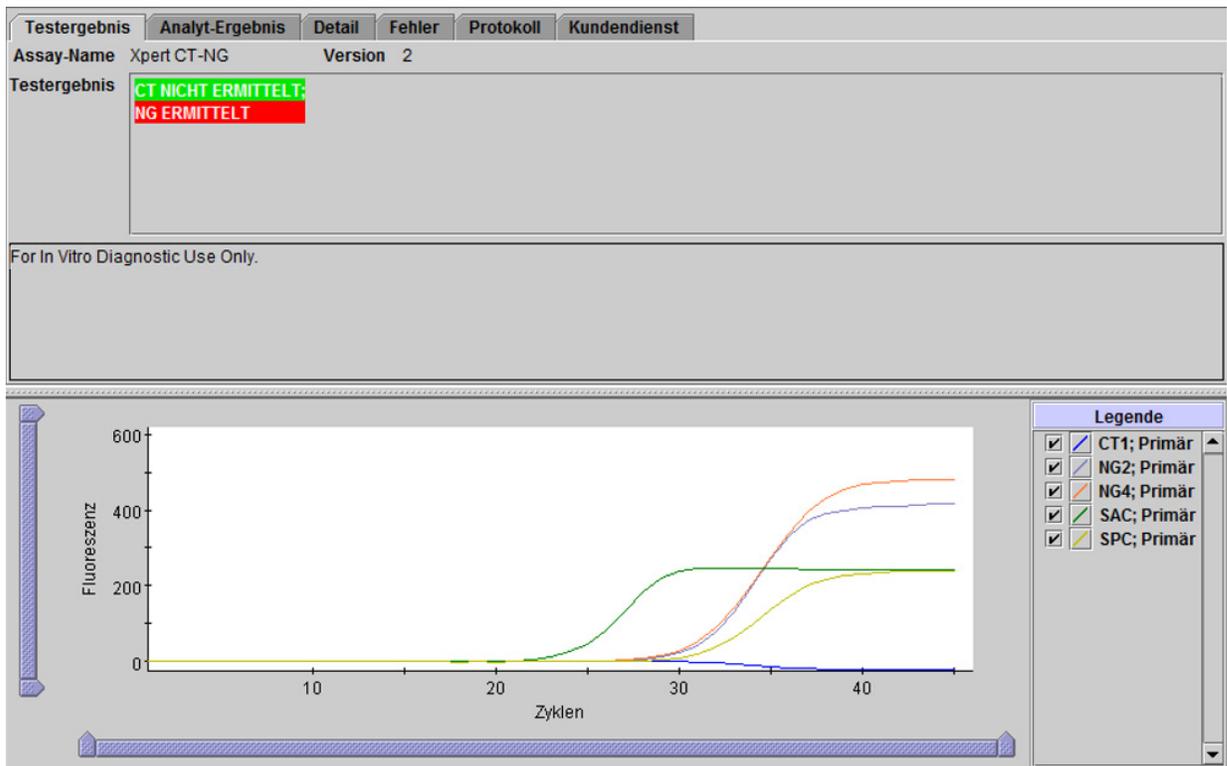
Xpert CT_NG – CT nicht ermittelt und NG ermittelt
